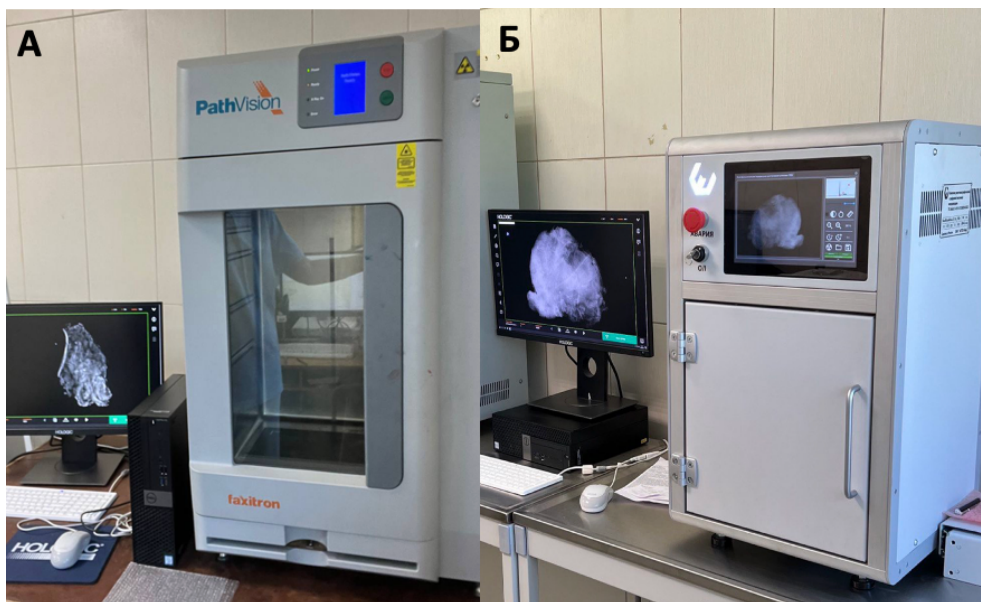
Система цифровой рентгенографии образцов Faxitron PathVision (А); Многофункциональная передвижная рентгеновская дистанционная установка – ПРДУ(Б)
